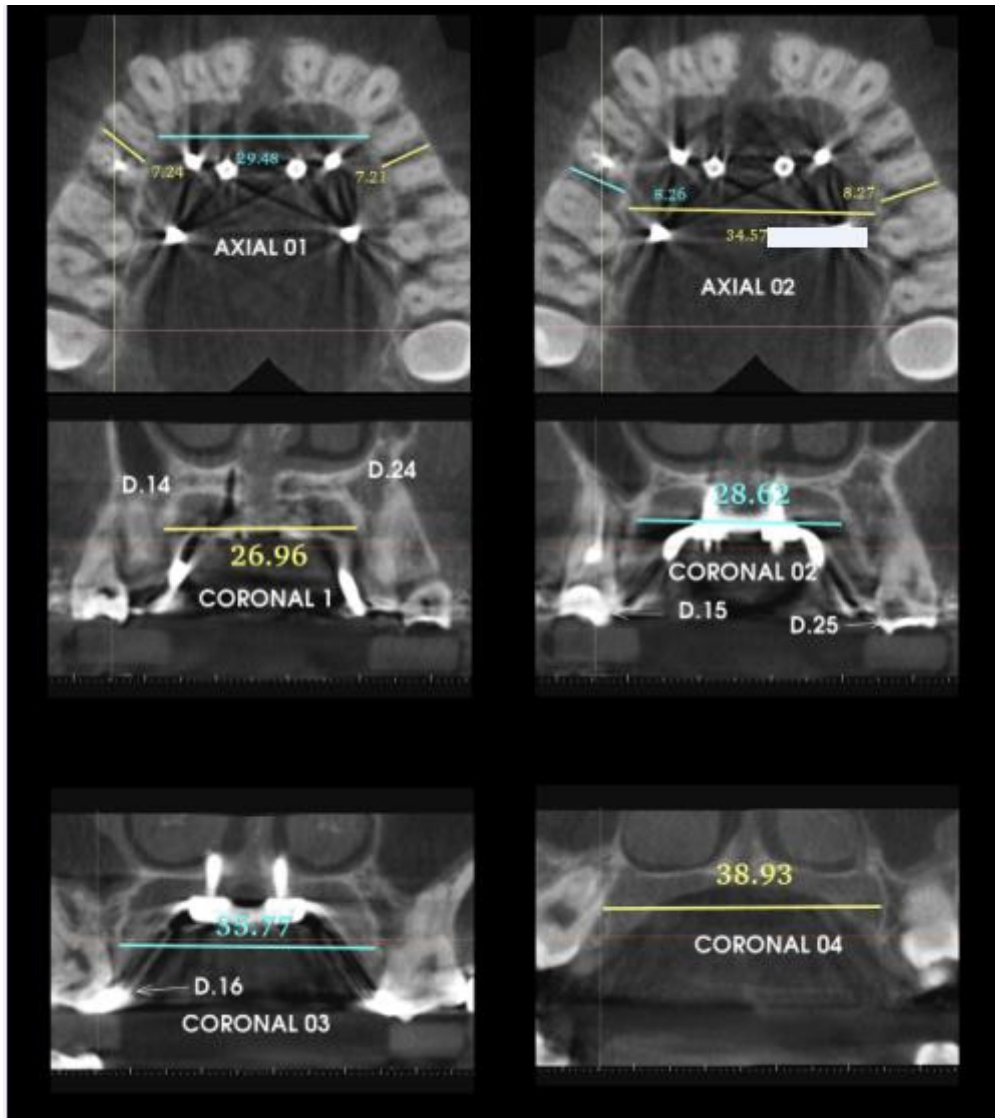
Tomografia final
